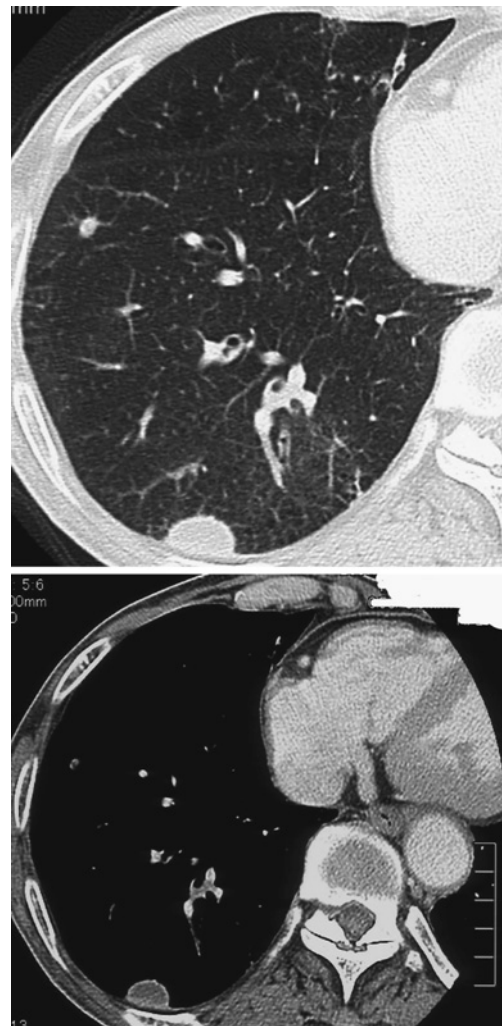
Chest CT scan shows nodules with internal low density area in the right S⁸ and S¹⁰.
